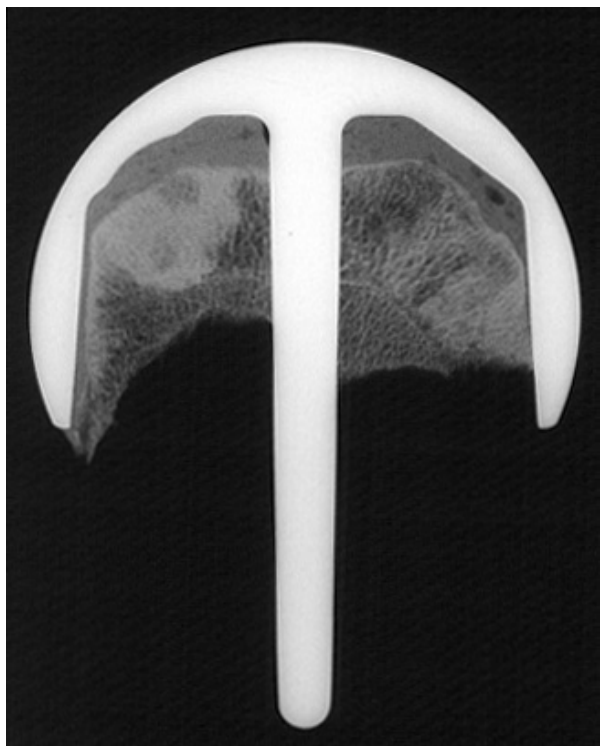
Kontaktradiographie 9/15
